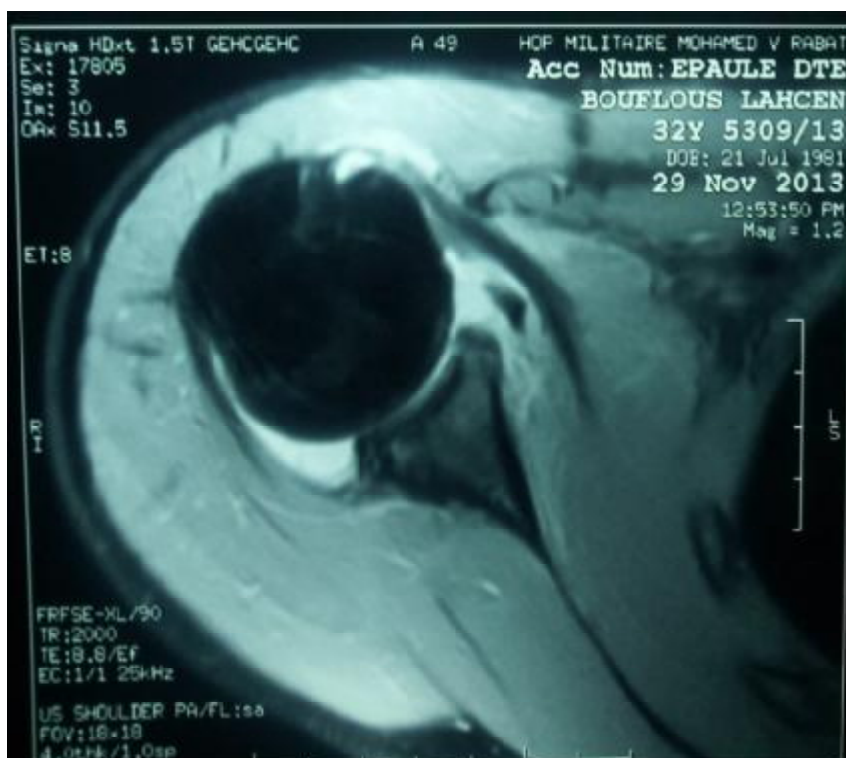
IRM de l'épaule montrant un décollement capsulo-périostée au niveau de la face antérieure de l'omoplate.
